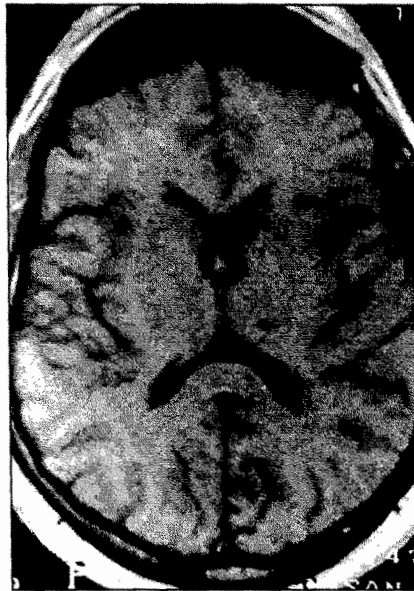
RM craneal T₁; imagen hipointensa talámica izquierda.
